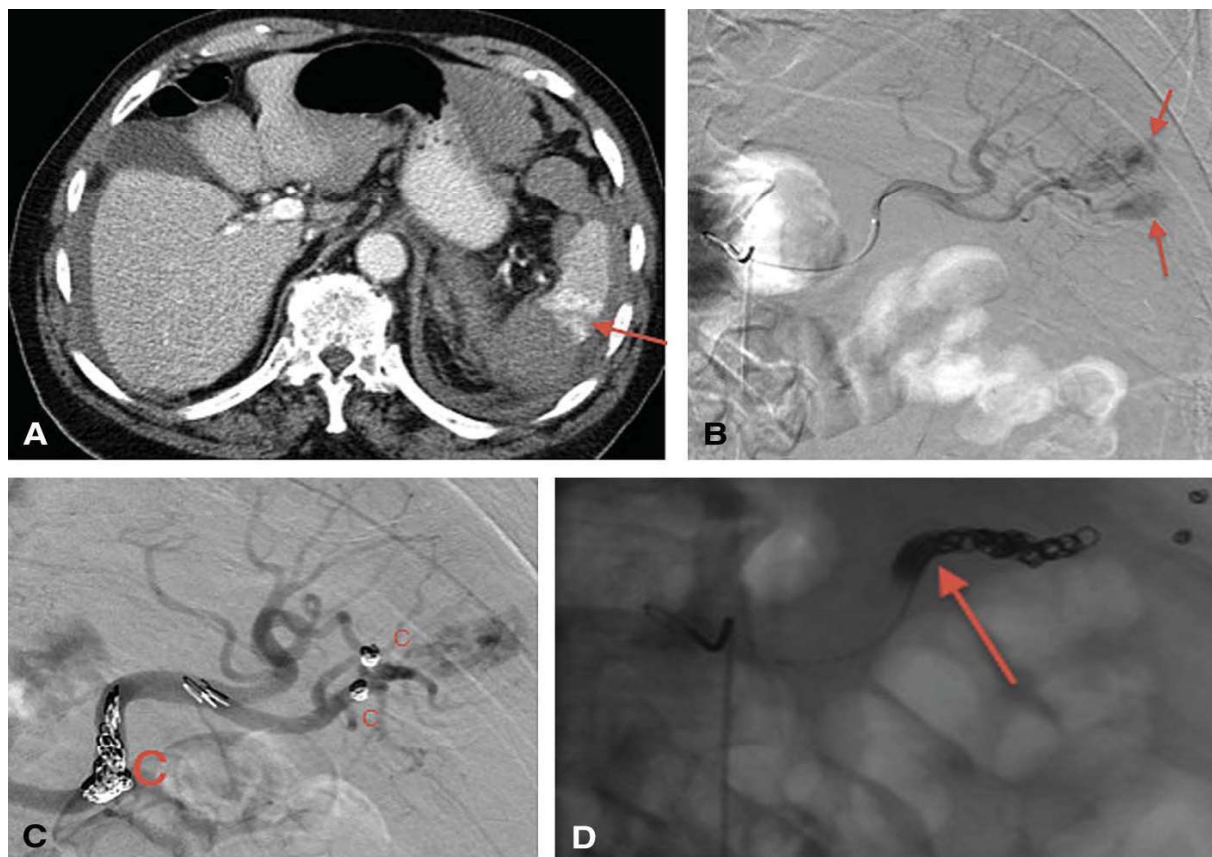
Traumatic splenic laceration. (A) A single computed tomographic angiogram image, demonstrating a splenic laceration (arrow) with irregular hyperdensity along the margin of the splenic parenchyma, consistent with active extravasation. (B) Active extravasation (arrows) from splenic arterial branches on the digital subtraction angiography image. (C) Coils (c) in the main splenic artery, and 2 divisions of the lower splenic arterial branch with persistent flow in the splenic arterial system. (D) Complete cessation of flow after Gelfoam augmentation (arrow) of the coil mass.
